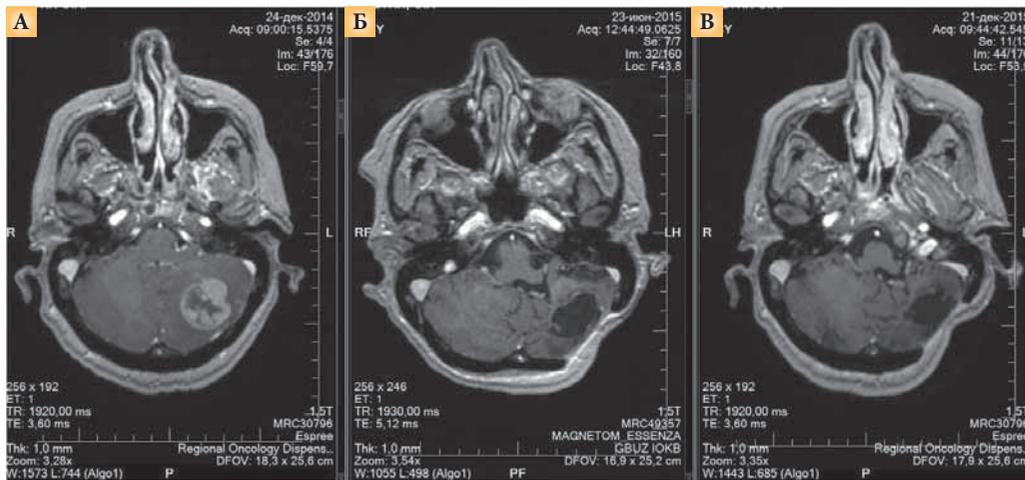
Результаты КТ (А – декабрь 2014 г., Б – июнь 2015 г., В – декабрь 2015 г.)
